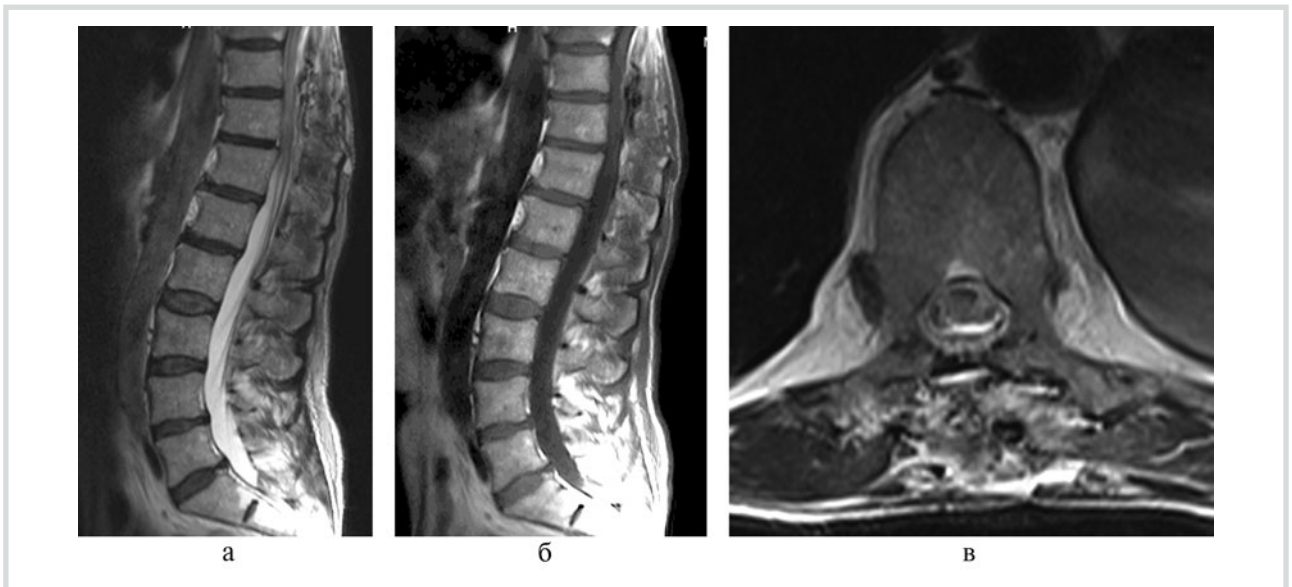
МРТ грудного и поясничного отделов позвоночника пациента К.
